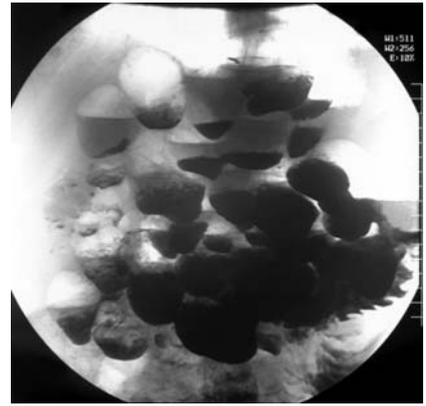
Рентгенограмма пассажа бария через 2 ч 20 мин от начала исследования. Контрастное вещество заполнило всю тонкую кишку, визуализируются множественные дивертикулы тощей и подвздошной кишок
